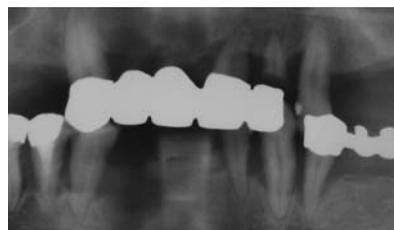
Röntgen OPTG rechts, Mitte, links.
